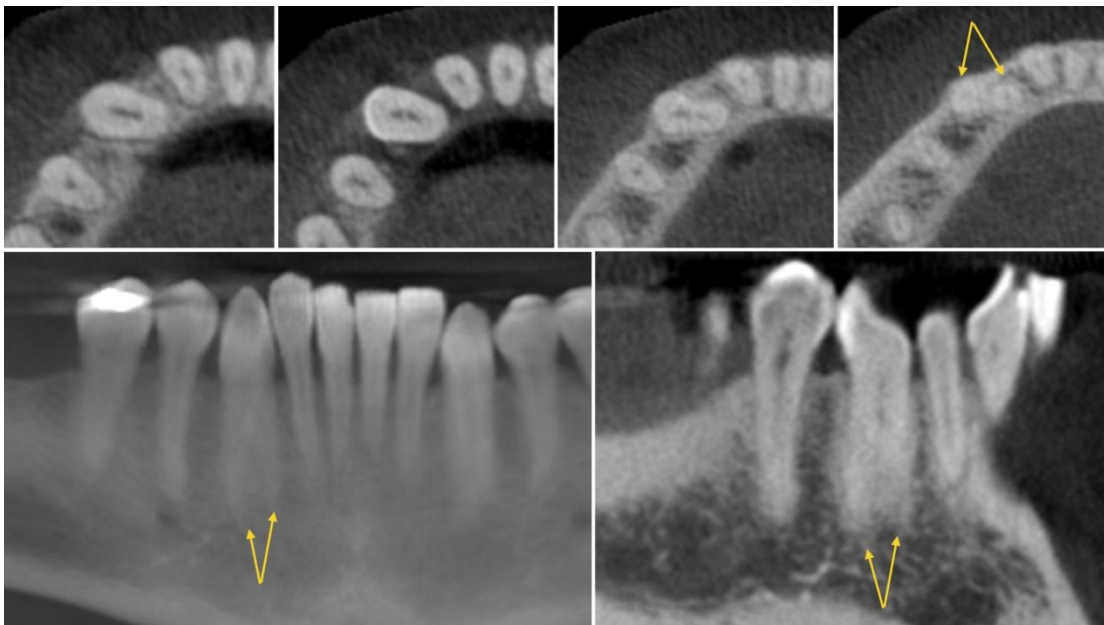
Visualización de un canino inferior derecho con 2 raíces. (Fuente: <http://auladentalavanzada.com/cbct-en-endodoncia/>)
